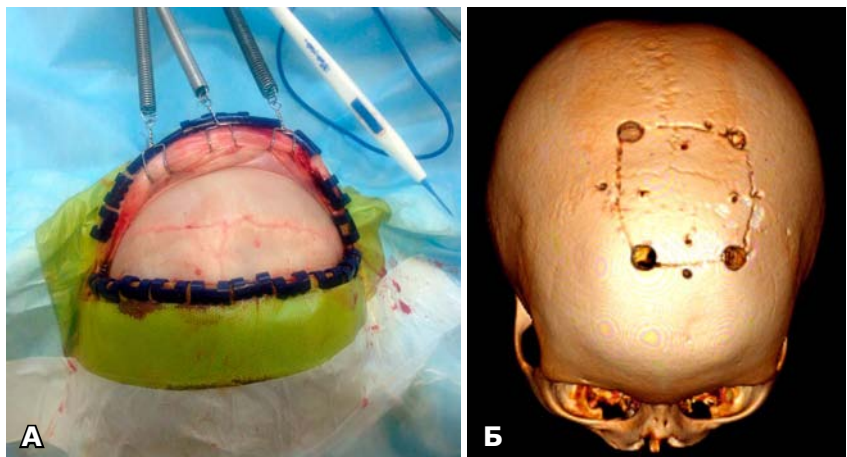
Склепіння черепа після розсічення шкіри і препарування м'яких тканин, ділянка краніотомії. А — місце формування трепанаційного вікна після розсічення шкіри та м'яких тканин; Б — післяопераційна КТ хворого М., розміри та форма кісткового клаптя.
